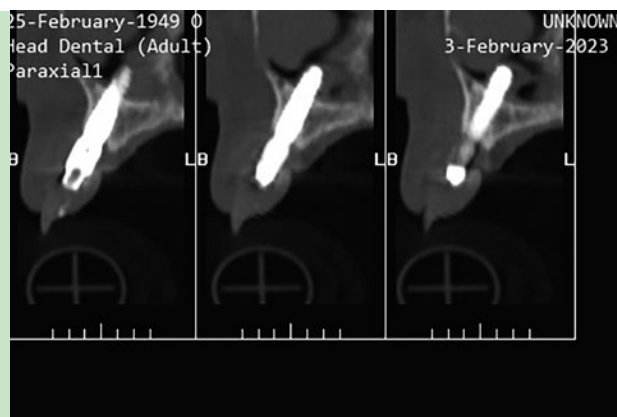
TC da face - secção para-axial (2ºQ).
